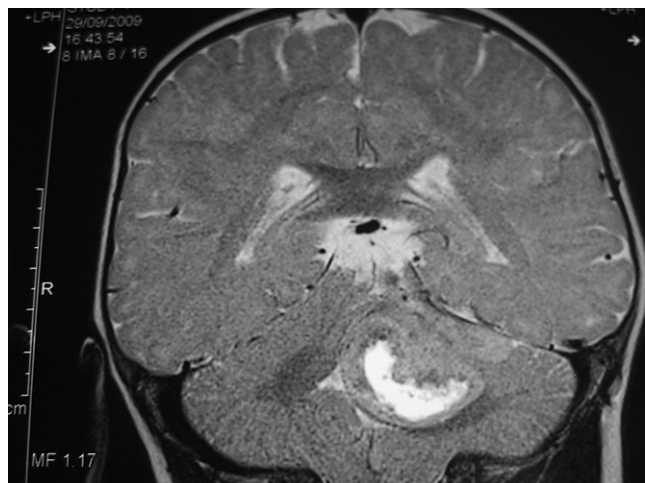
RM cerebral. Corte coronal, secuencia T2. Tumoración redondeada de señal heterogénea (hiperintensa medial e iso e hipointensa en la periferia) en vermis y hemisferio cerebeloso izquierdo, con efecto masa sobre el IV ventrículo y hemisferio cerebeloso.
